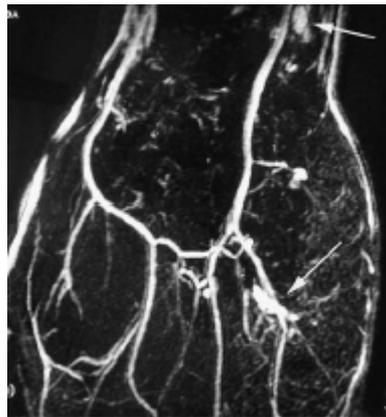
Hémangiome musculaire bifocal de l'éminence hypothénar (flèches) : aspect à l'angio-IRM
